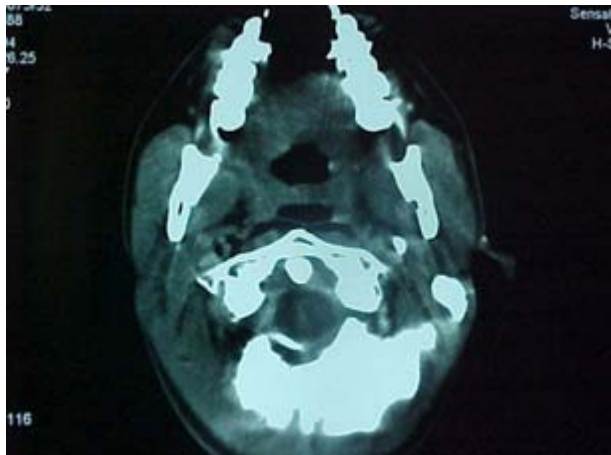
TAC en cortes axiales que muestra neumodisección del espacio carotídeo.
